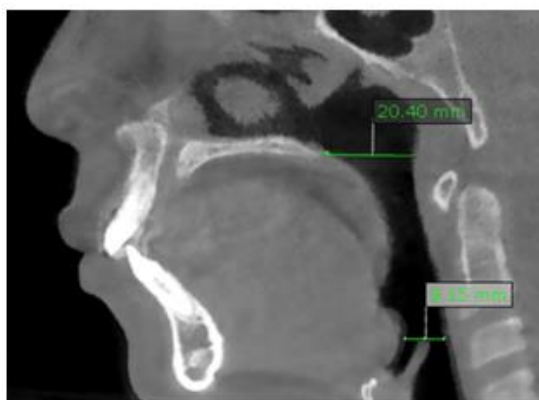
Corte sagital de CBCT de paciente masculino de 12 años de edad donde se mide la distancia que existe entre la pared anterior y posterior de la faringe a nivel de ENP y Epiglotis.
